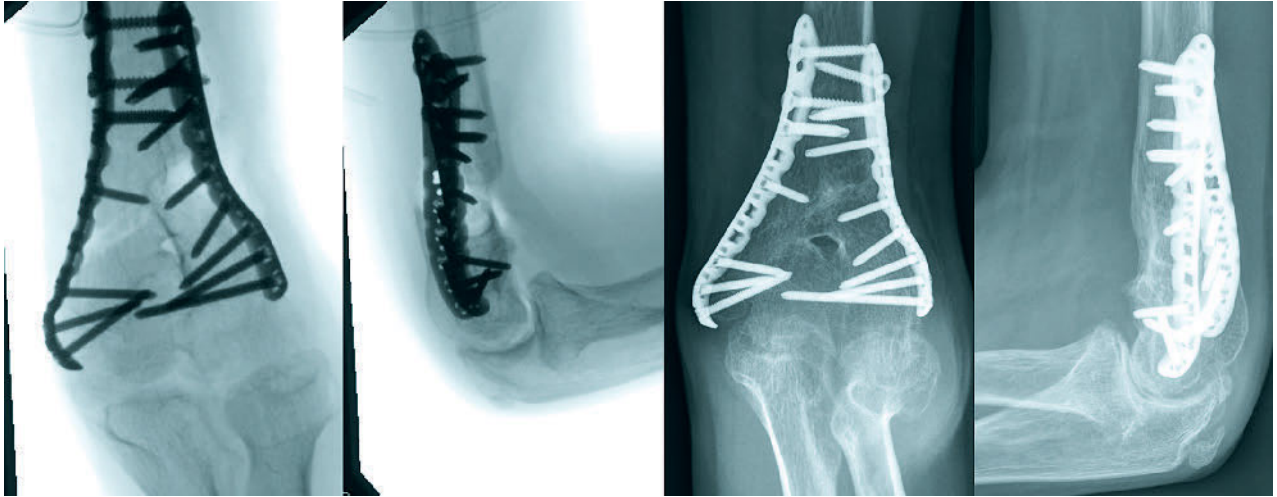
Intraoperative Fluoroskopie-Bilder ap und lateral (von ulnar) und Standardröntgenbilder 2 Monate nach der Korrektur: Die Osteotomie ist vollständig durchgeheilt. Der Patient hat eine Streckung/Beugung von 0–20–135° bei freier Unterarmdrehung, der q-DASH nach 1 Jahr ist 10 Punkte.
